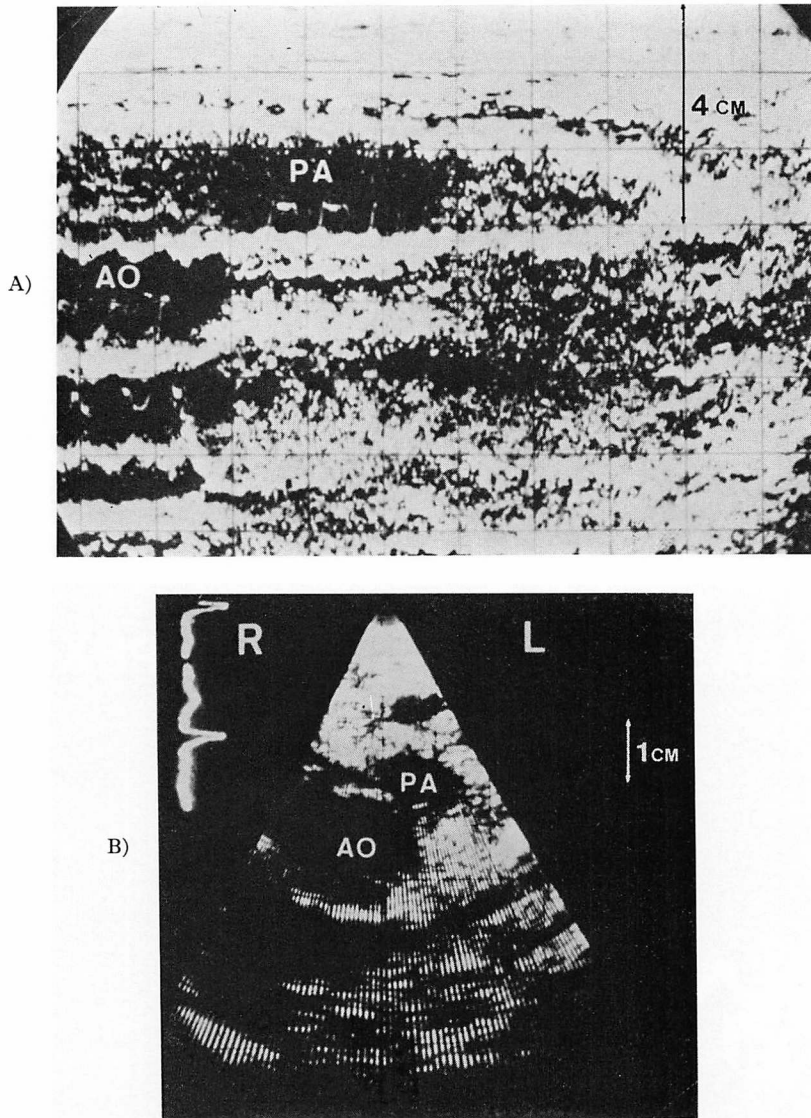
Echocardiograms across the root of two great arteries (aorta and pulmonary artery).
